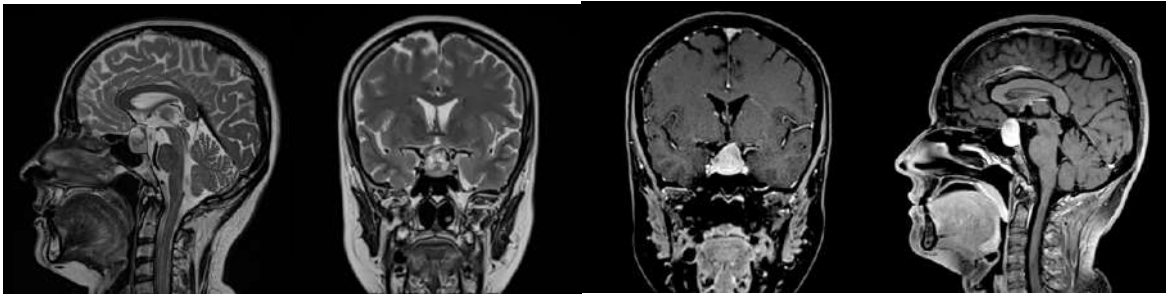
Спостереження №53. МРТ пацієнтки із інфрарадіафрамгальним розташуванням солідної КФ (Kassam-Jamshidi 0).
